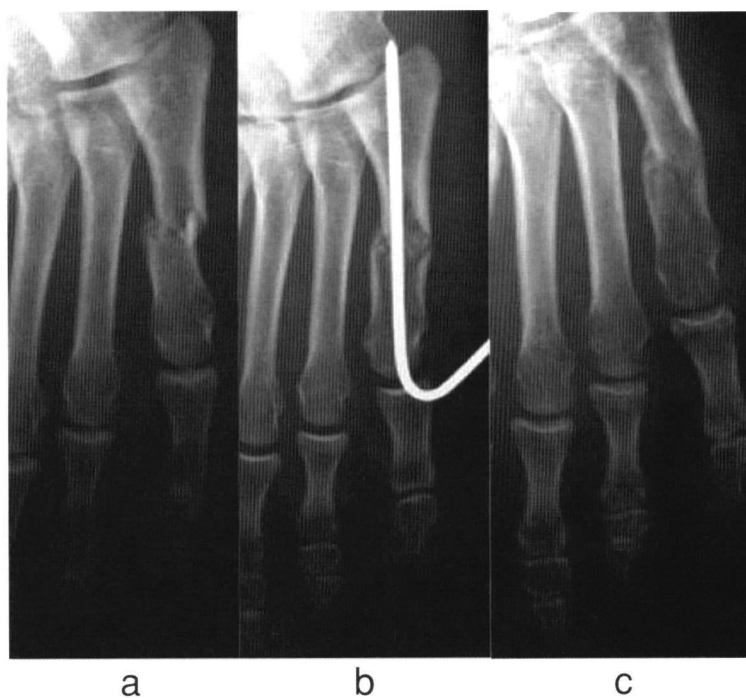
Plain X-ray of a left 5th metatarsal bone fracture in Case 3.
